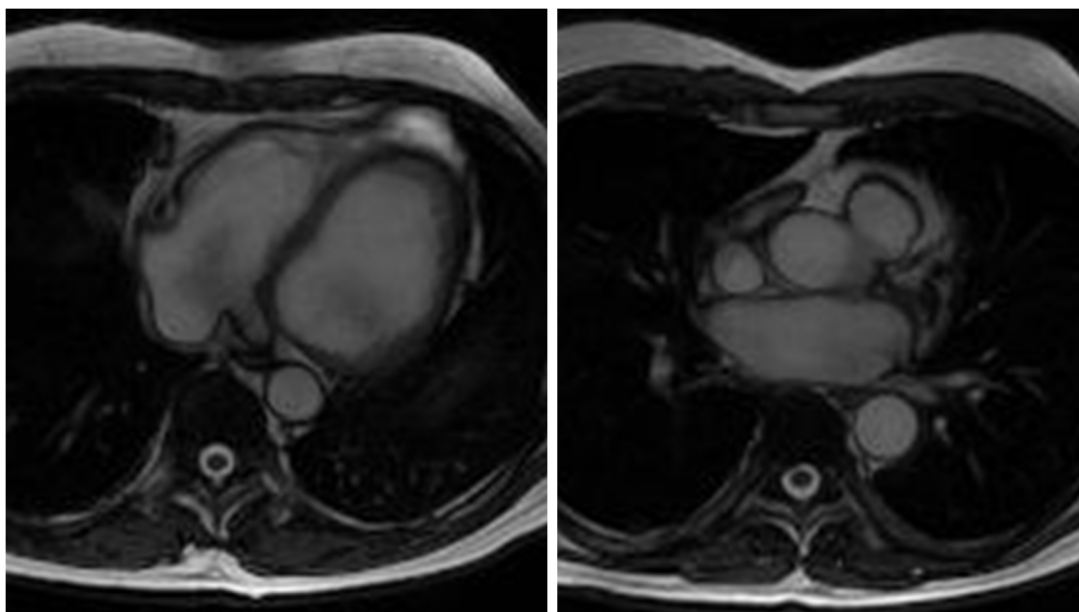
Imágenes cine-RM (“sangre brillante”) plano axial. La sangre en movimiento dentro de las cámaras cardíacas y de la aorta presenta una señal incrementada.
